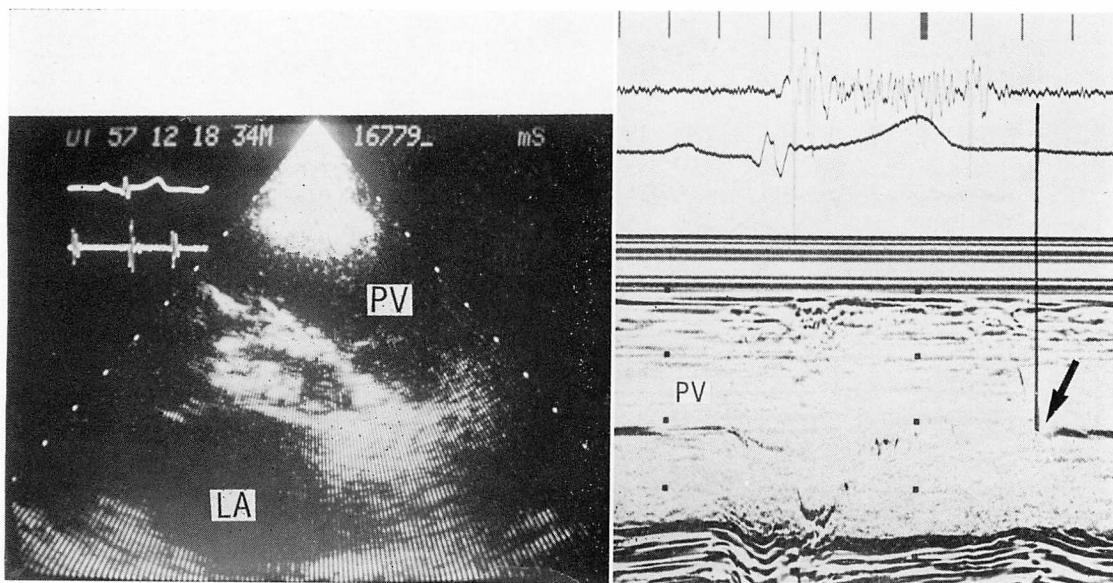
Two-dimensional (left) and M-mode (right) echocardiograms of the pulmonary valve.
